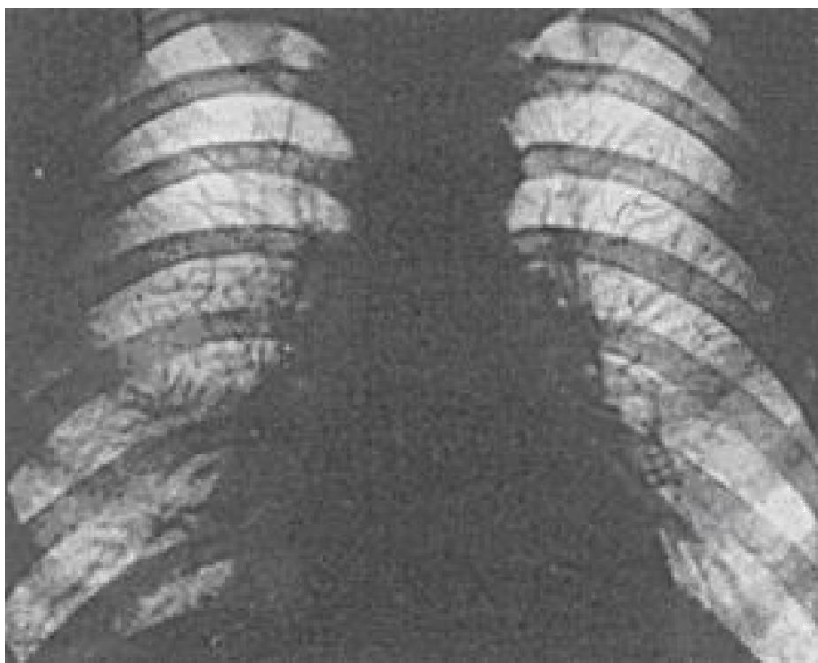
Рентгенограмма легких у забойщика
